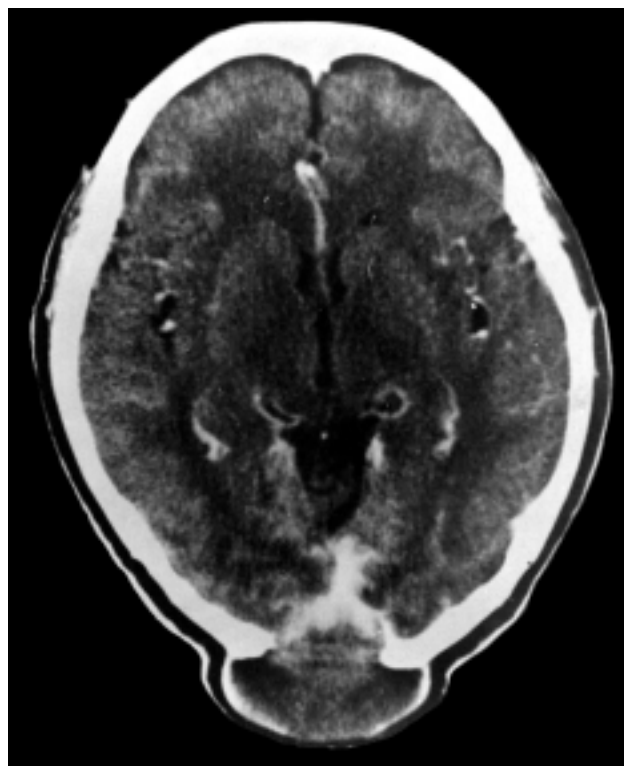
Tomografía computada de cráneo en fase de contraste. Se observa tumor en región occipital, osteolítico isodenso con el parénquima cerebral con reforzamiento mínimo con el medio de contraste.
